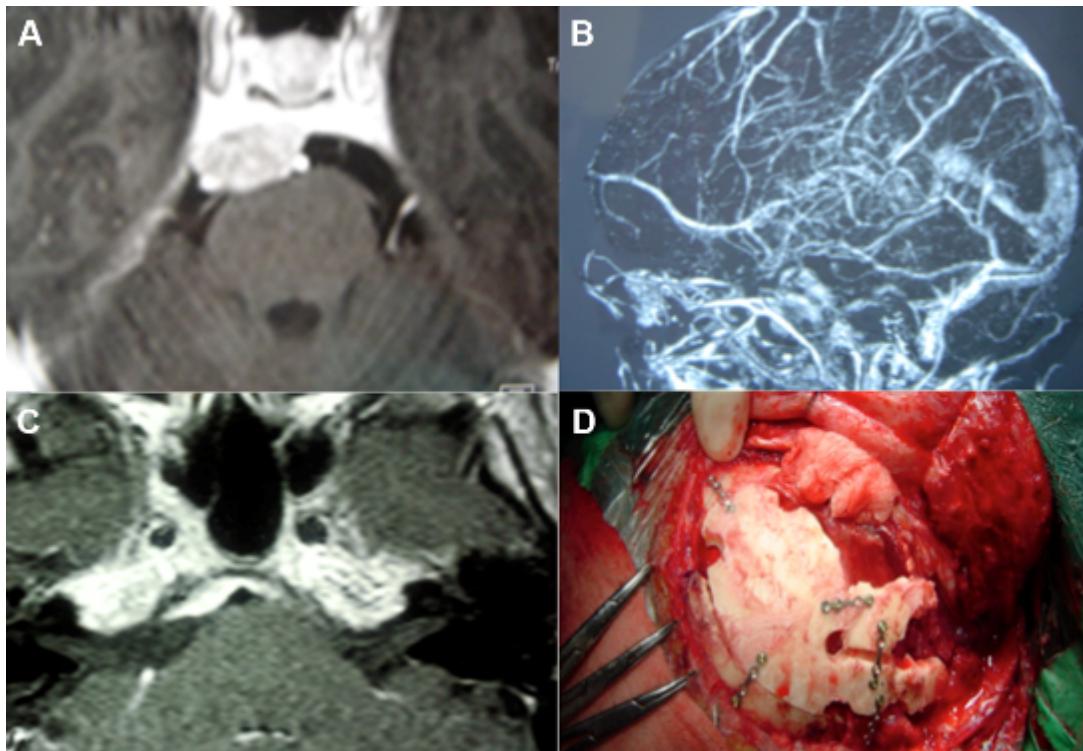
43-year-old patient with an asymptomatic petroclival meningioma affecting the upper and middle clivus. It was chosen posterior petrosectomy without labyrinthectomy due to preoperative hearing preservation. A) T1-gadolinium MRI showing petroclival tumor. B) Venous MRI showing posterior insertion of Labb e vein in the upper petrous sinus contraindicating total petrosal approach. C) T1-gadolinium MRI three months after surgery showing total tumor resection. D) Mastoid bone reconstruction. This patient had no postoperative deficits and showed no recurrence six years after surgery.
